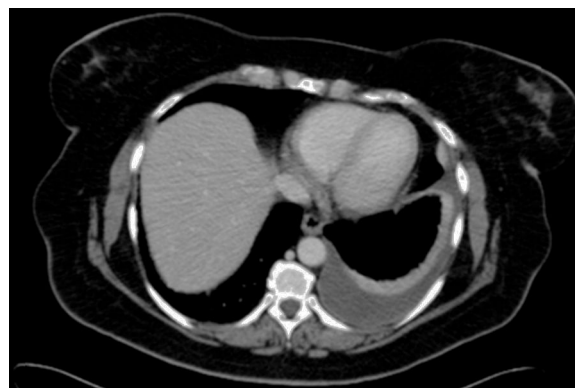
Imagen de la TAC, donde se observa derrame pleural, sin signos de engrosamiento pleural.
